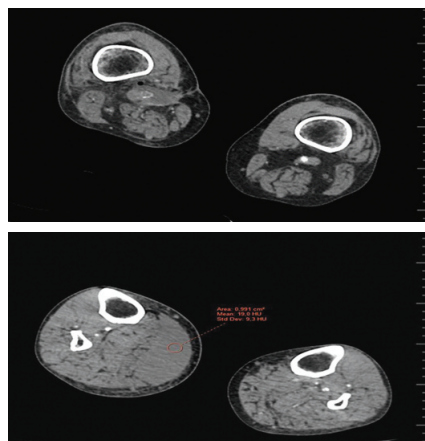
Компьютерные томограммы пациента С. на уровне подколенной артерии и протеза
